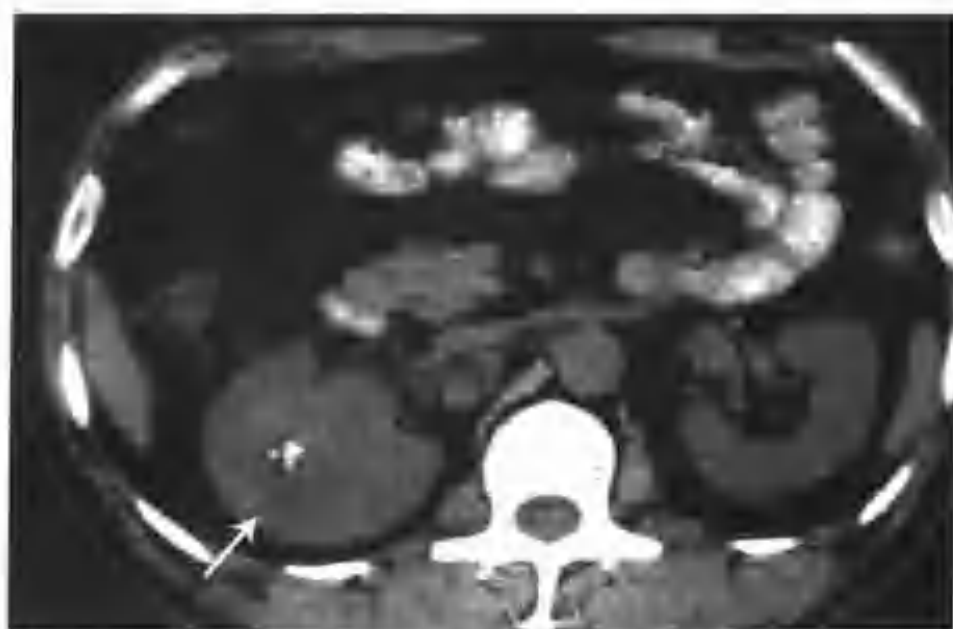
右肾透明细胞癌，患者 8 年前曾因膀胱移行细胞癌行膀胱部分切除术（CT 平扫肿块呈等密度，大小约 5cm × 5cm × 5cm，内见斑点状钙化（箭头））
